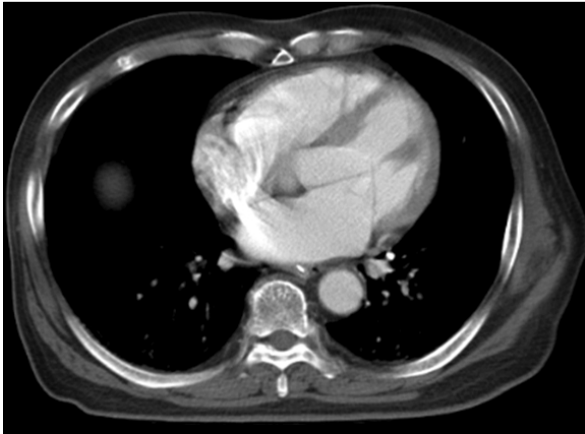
Contrast pulmonary embolism computed tomography shows filling defect at the left inferior lobar pulmonary arteries.
